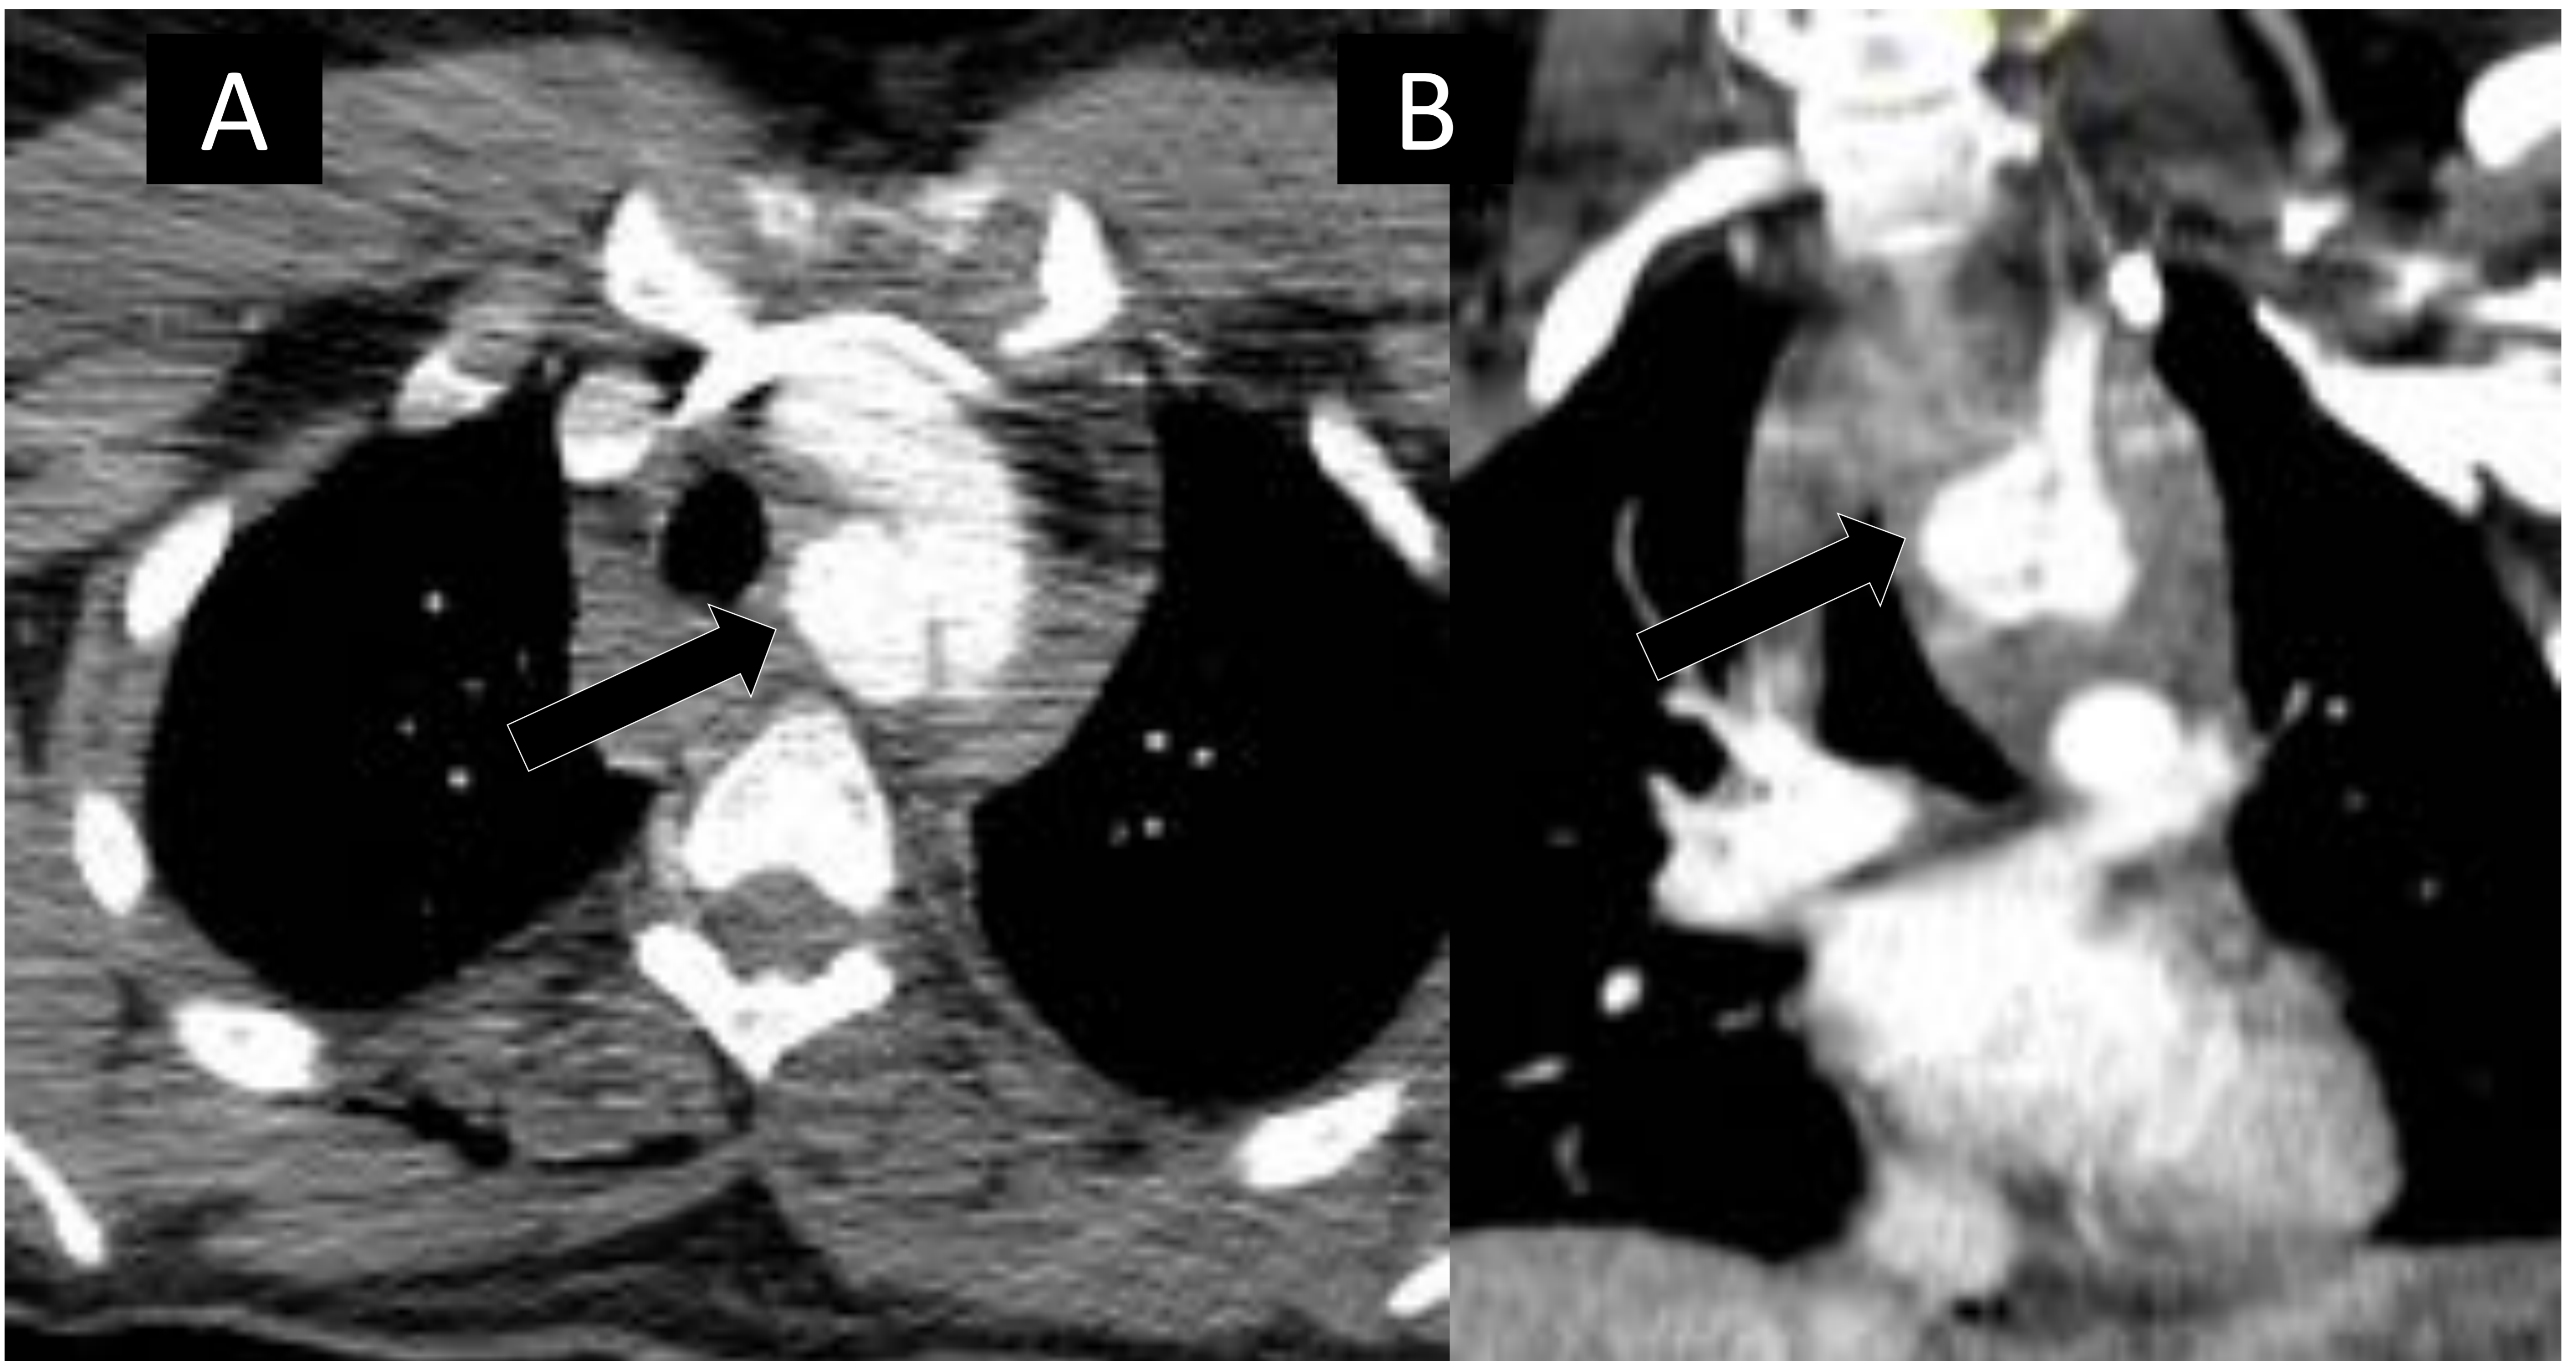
Imagen transversal (A) y reconstrucción coronal de TC. Lesión aórtica traumática grado 3. Varón de 25 años. Accidente de tráfico. Pseudoaneurisma posterior derecho (flecha), adyacente al origen de los troncos supraaórticos. Asocia hematoma mediastínico con desplazamiento traqueal.
